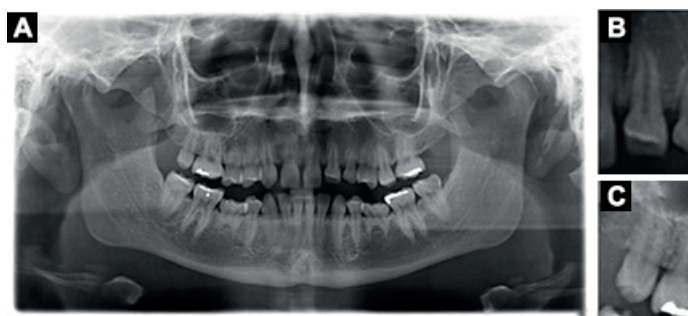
(A) Radiografía panorámica del paciente. Nótese la ausencia de seis dientes y la presencia de un dens invaginatus en el diente 2.2 (B) y diente con microdoncia en la posición 1.7 (C)
